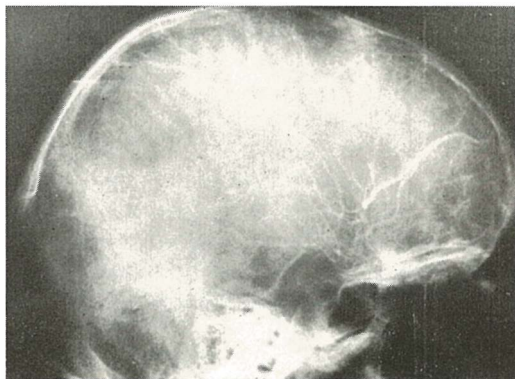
The profile picture of skull x-ray shows a swelling of the occipital bone with a rubbing out the internal laminar structure
